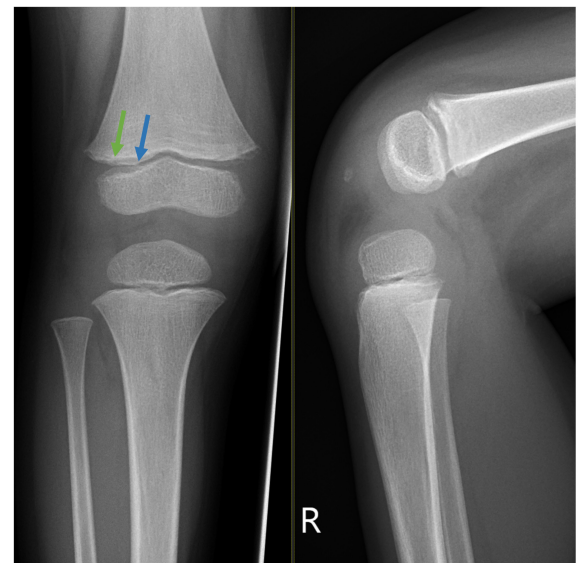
Röntgenaufnahmen des rechten Knies mit bandförmigen metaphysären Verdichtungen (Frankel-Linien; grüner Pfeil) und angrenzenden metaphysären radioluzenten Bändern (Trümmerfeldzone; blauer Pfeil).
